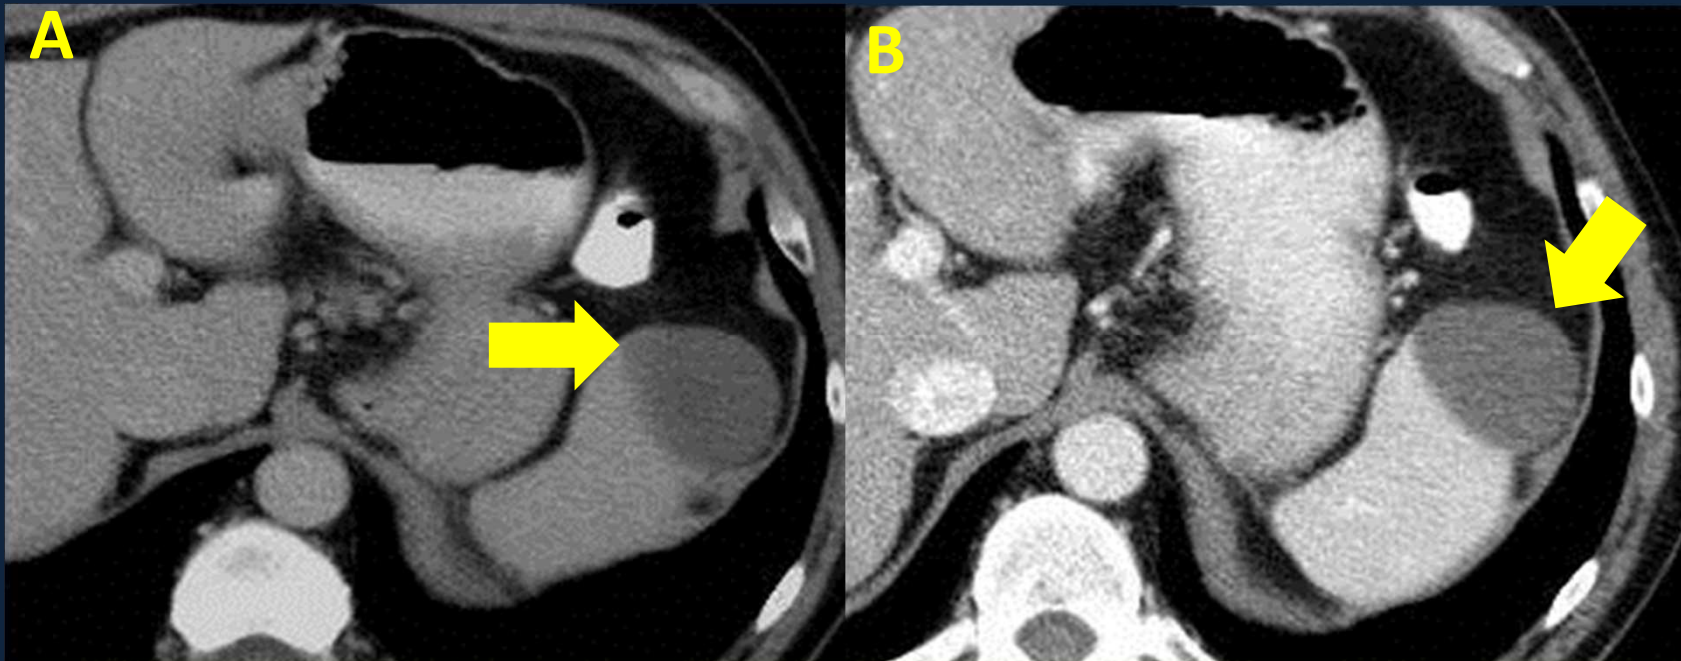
TC abdomen estándar (A). Se observa lesión hipodensa de aspecto quístico en bazo, que no realza tras la administración de contraste e.v. (B).
